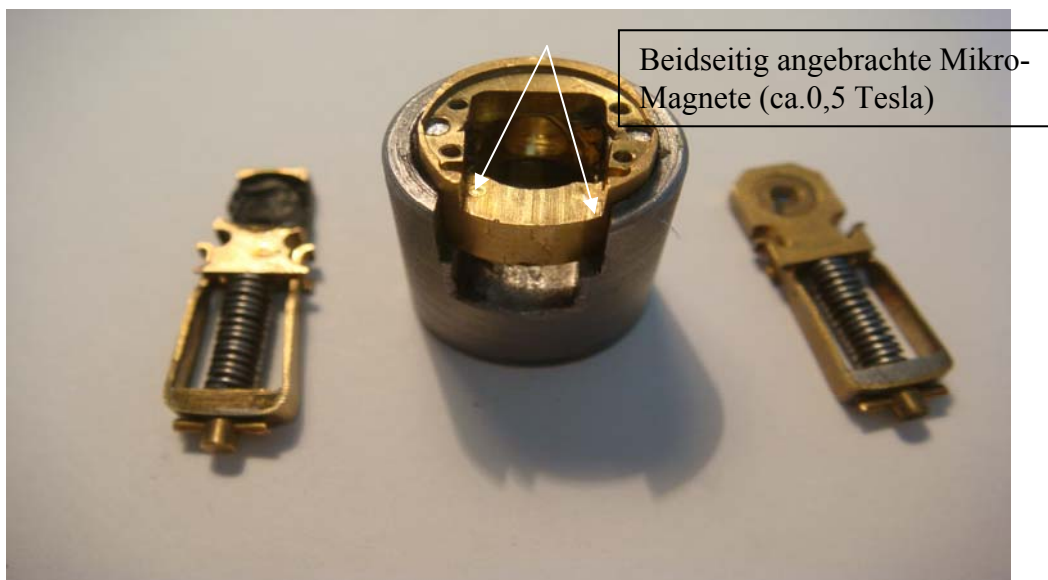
Mikro-Röntgenröhre mit den beiden Einschüben.
